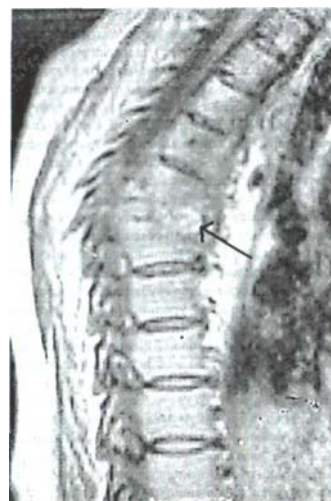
Фото МРТ больной Б. после лечения. Спонтанный блок ThV-ThVII позвонков. Кифотическая деформация позвоночника, спинной мозг деформирован на уровне кифоза
